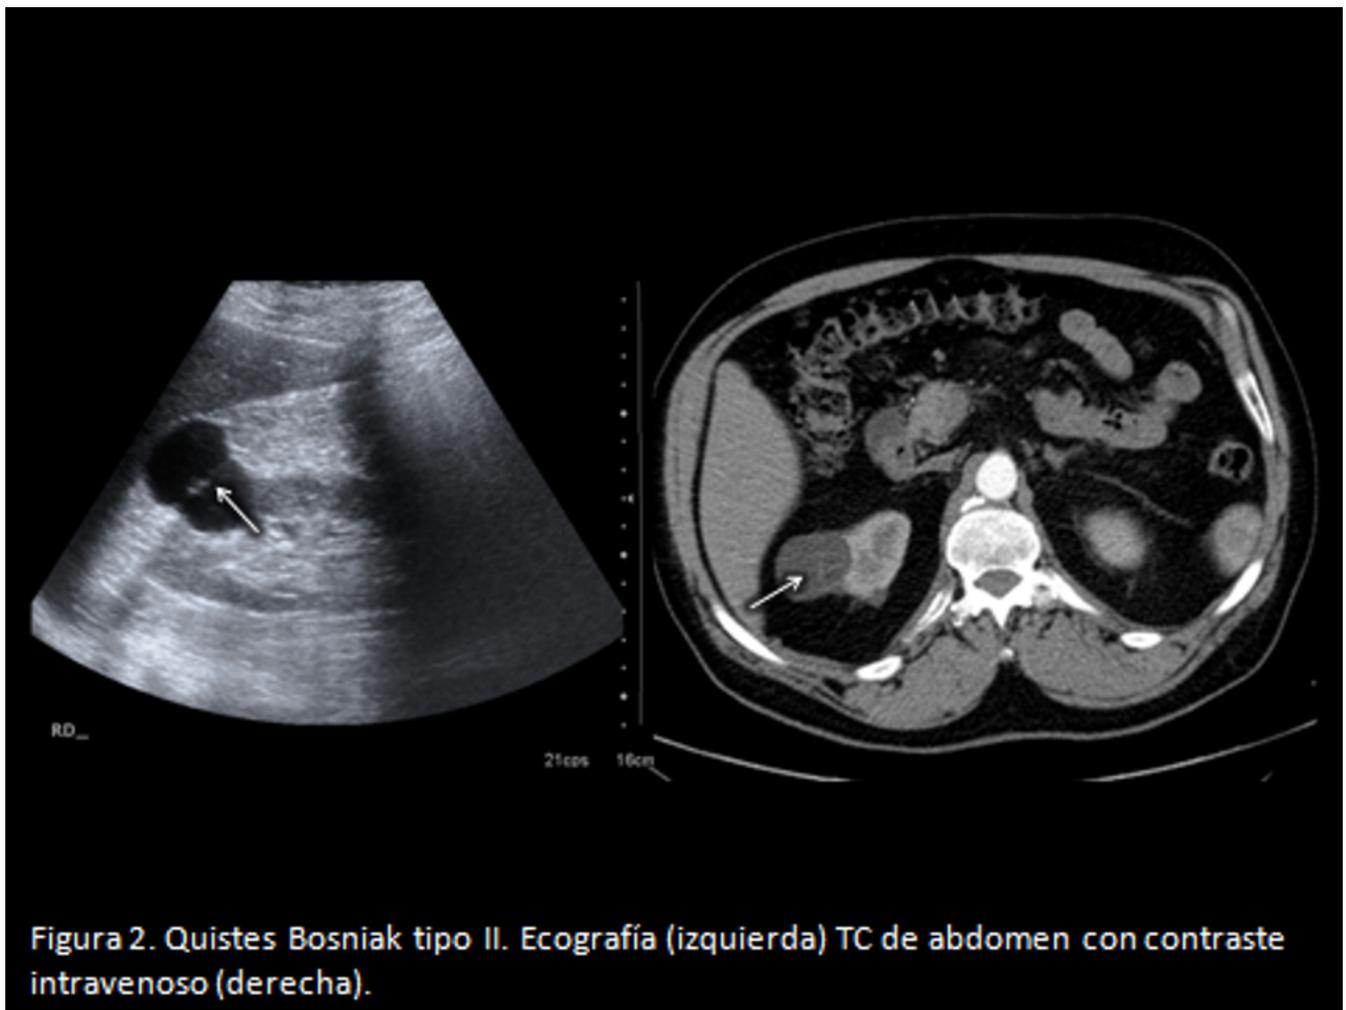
Quiste Bosniak tipo II. Ecografía (izquierda) y TC de abdomen con contraste IV (derecha) donde se identifica quiste en polo superior del riñón derecho con un fino tabique en su interior (flechas).
